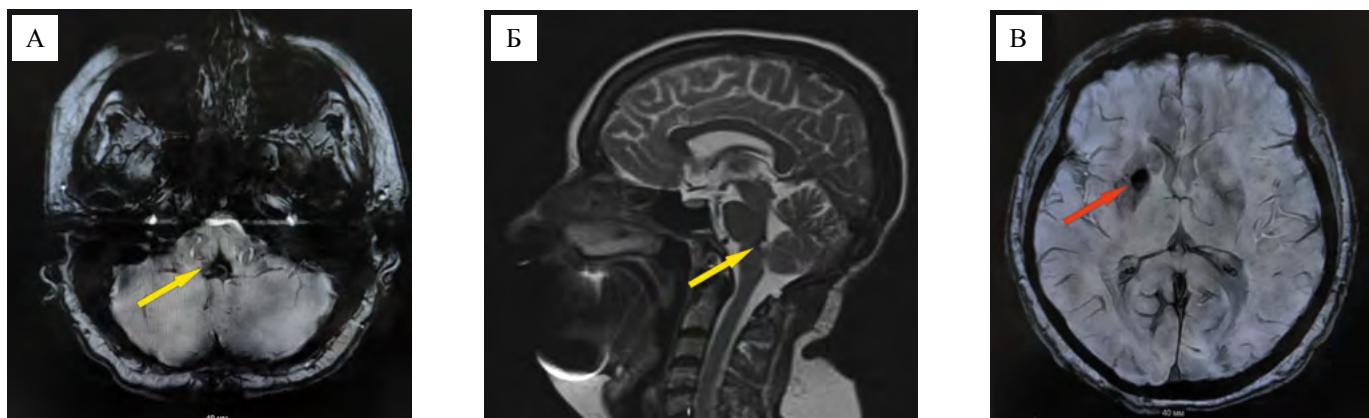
Магнитно-резонансные томограммы пациентки К. от 11.06.2023 (ГБУЗ «НИИ — ККБ № 1»): А — аксиальная проекция на уровне ствола головного мозга, режим T1; Б — сагиттальная проекция, режим T2, В — аксиальная проекция на уровне базальных ядер, режим SWI/SWAN. Желтые стрелки указывают область удаленной кавернозной мальформации моста. Красная стрелка указывает на кавернозную мальформацию правой подкорковой области
